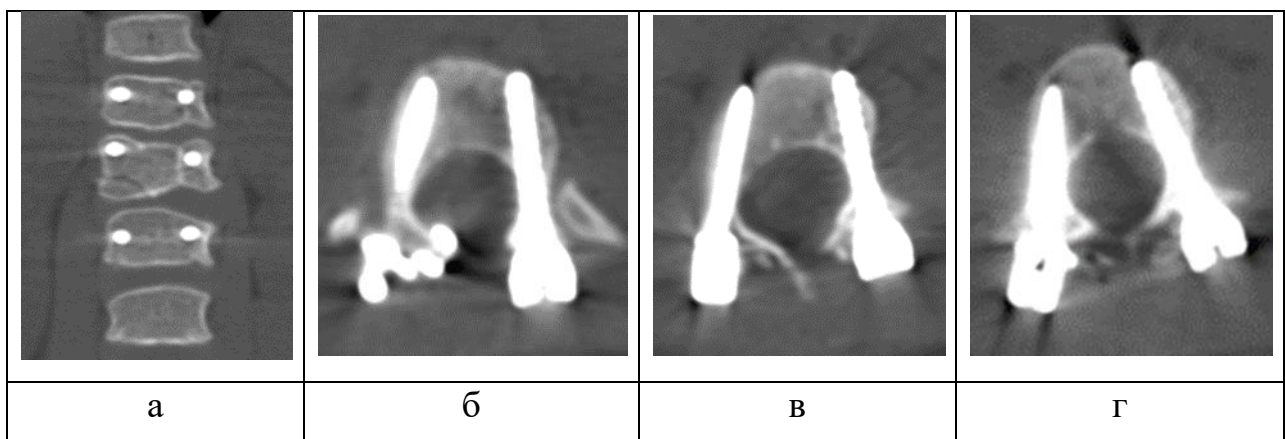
КТ позвоночника после операции. Положение ТВ в Th12, L1 и L3 позвонках: а – срез через тела позвонков во фронтальной плоскости, б – Th12 позвонок, в – L1 позвонок, г – L3 позвонок
